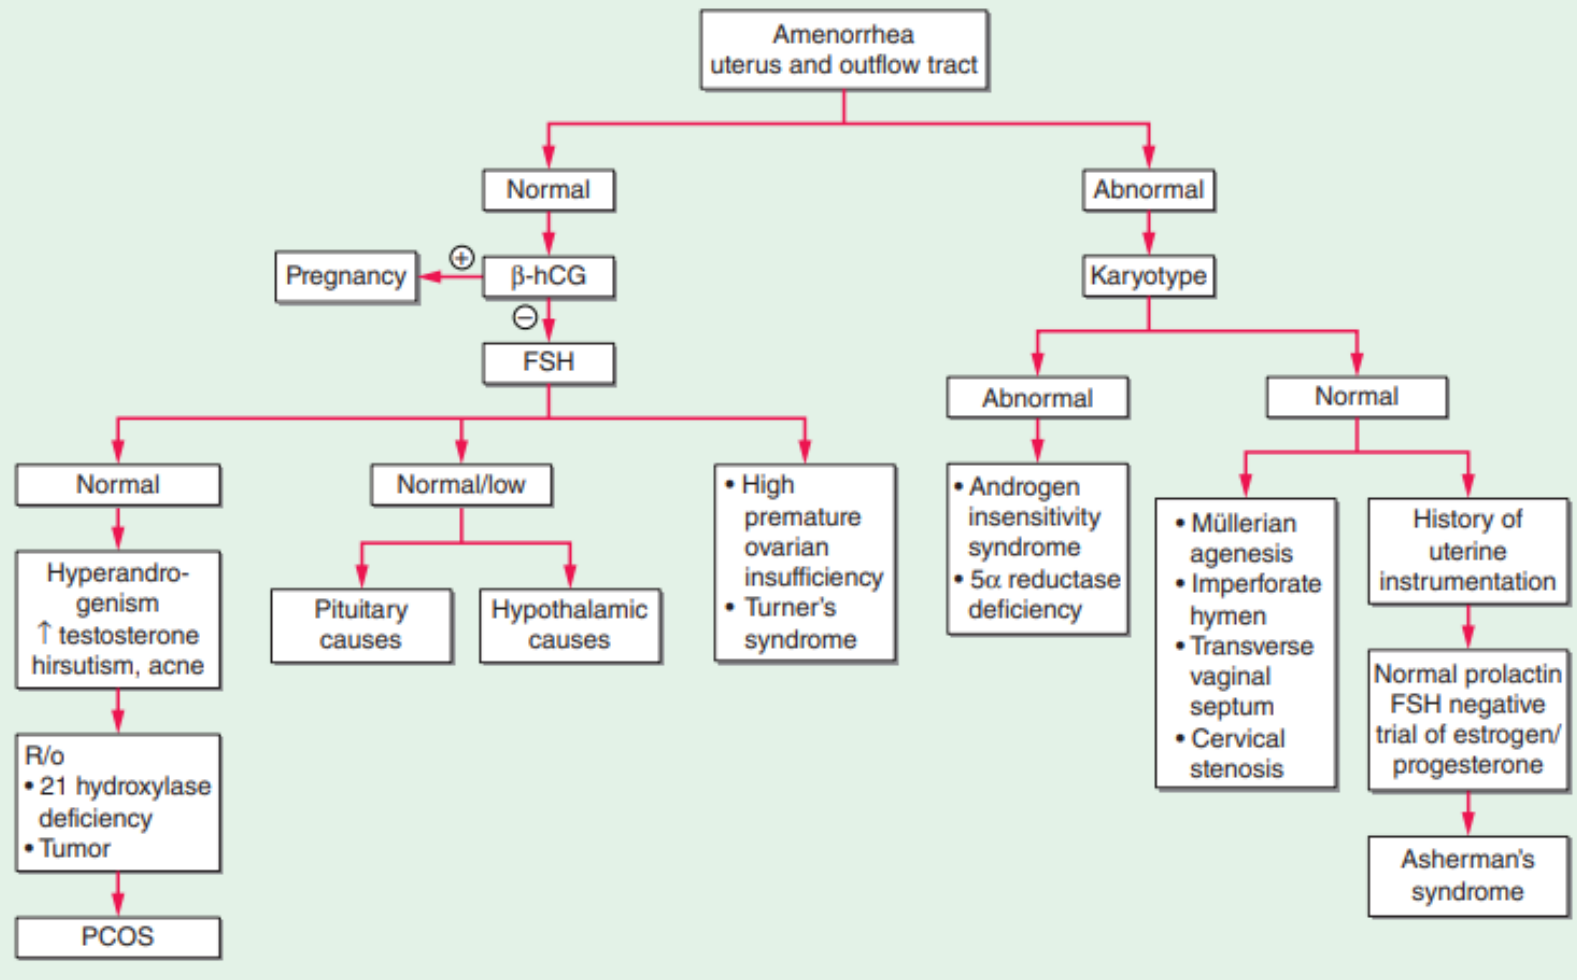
Algorithm for evaluation of amenorrhea. β -hCG, β -human chorionic gonadotropin; FSH, follicle-stimulating hormone; GYN, gynecologist; MRI, magnetic resonance imaging; PRL, prolactin; R/O, rule out; TSH, thyroid-stimulating hormone.
